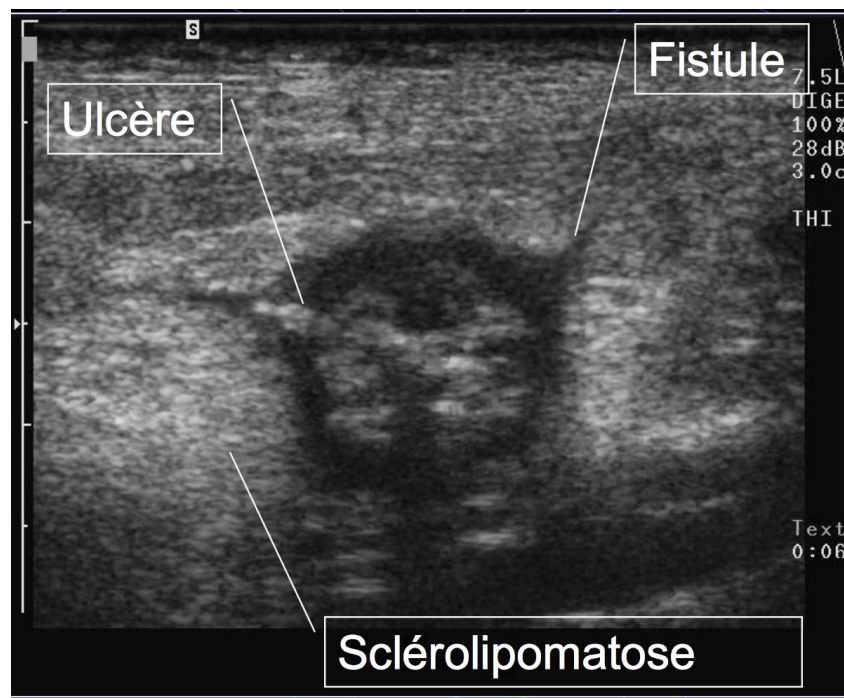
Détection des complications en échographie: Ulcères et fistules.
